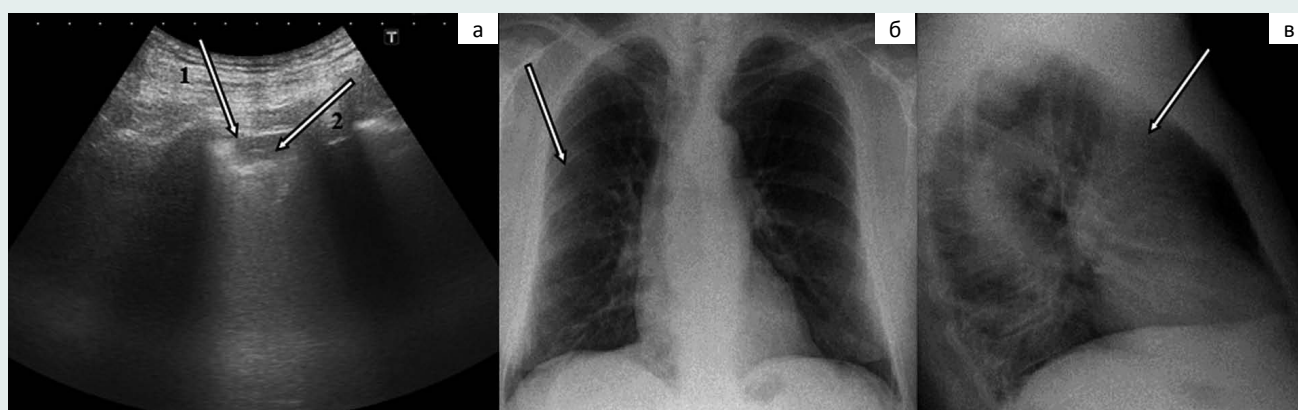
Ультразвуковое мониторирование пневмонии в S3 на 3-и сутки госпитализации (1-я контрольная точка) (а) и рентгенография органов грудной клетки на 7-е сутки госпитализации (б, в): положительная динамика в виде уменьшения протяженности гипозоногенного участка воспалительной инфильтрации (1), снижение эхогенности и уменьшение распространенности «воздушной бронхограммы» 2 (а). Стадия разрешения плевропневмонии в S3, S4 справа по данным рентгенографии (б, в)
